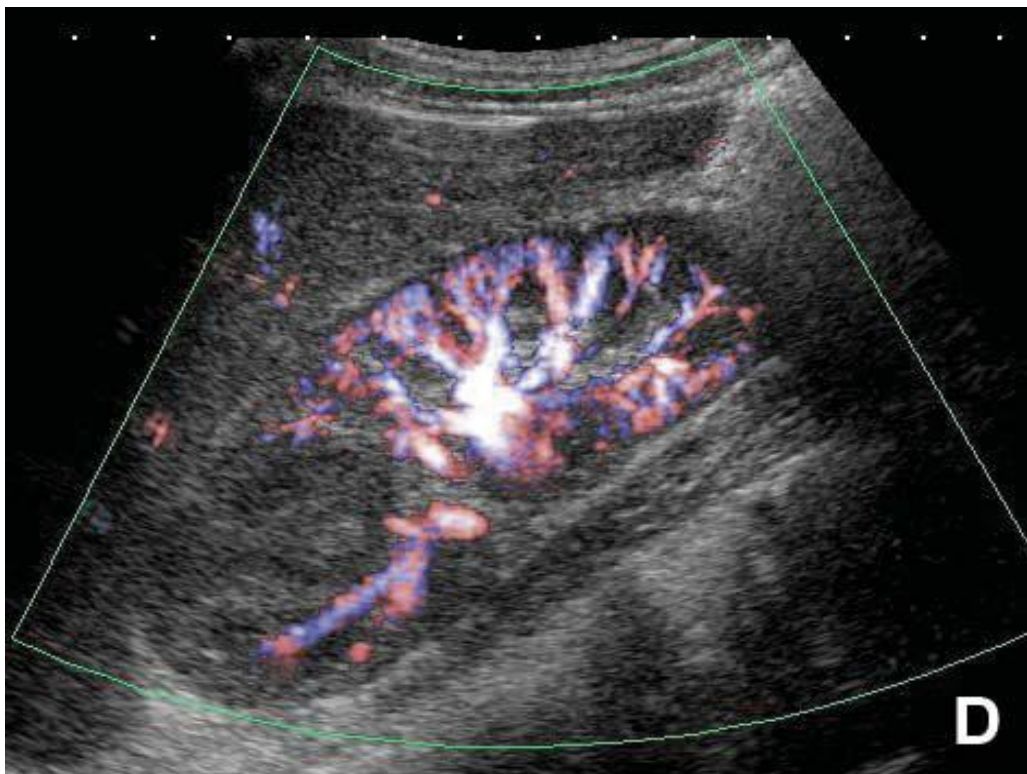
pyélonéphrite focale avec lésion du pôle supérieur (A) non vascularisé en doppler couleur (B), puissance (C) et large bande (D). (61)
